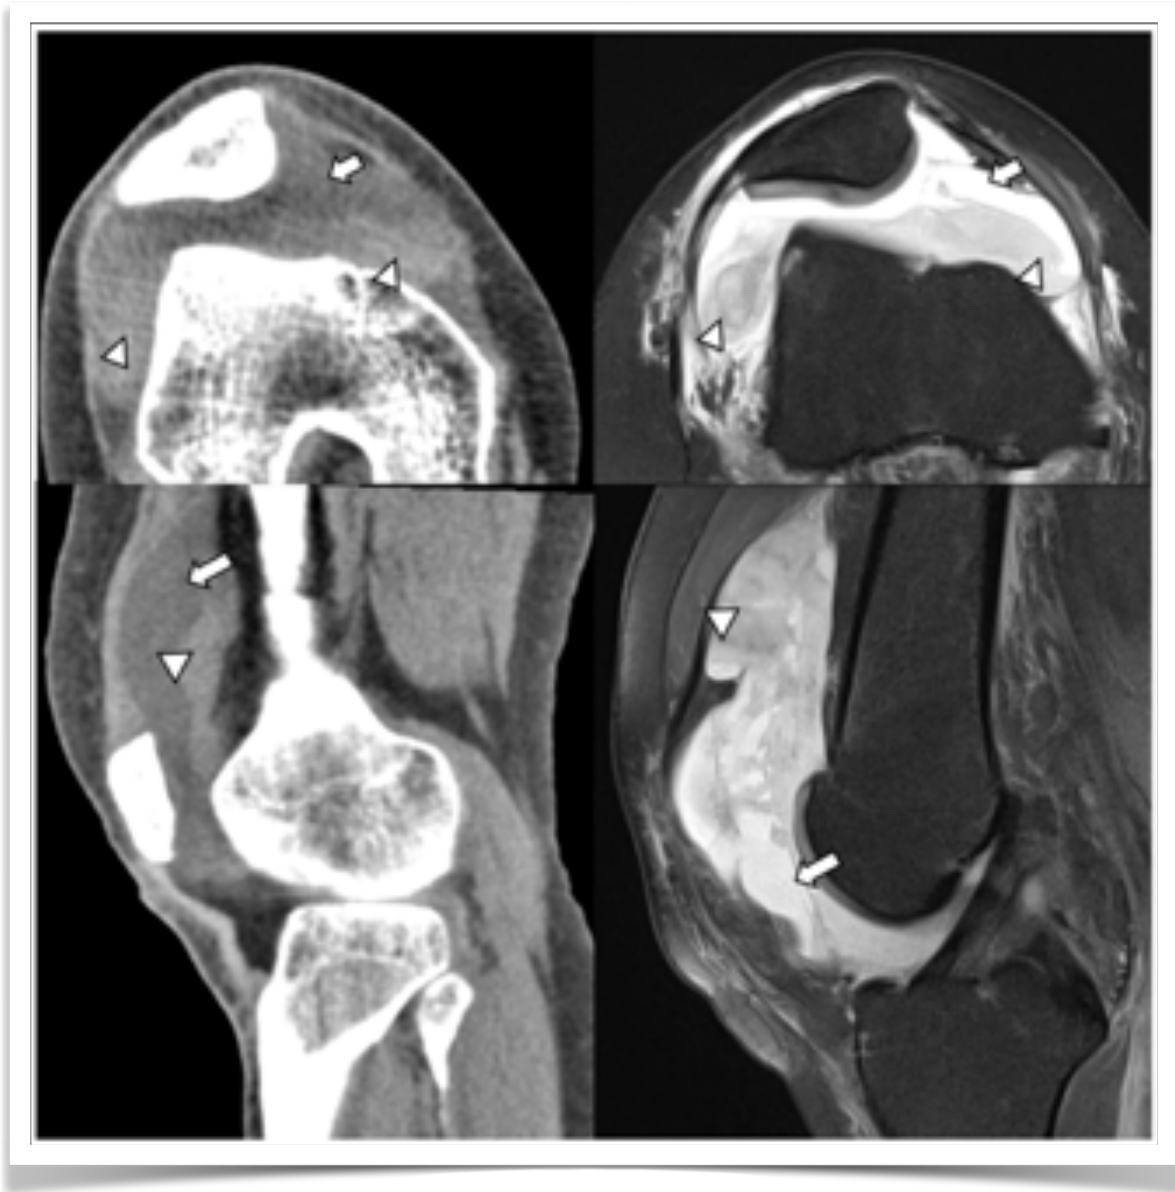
Hemartrosis. Se demuestra por la presencia de nivel líquido-líquido entre el derrame articular y la sangre. En TC, el componente hemático (cabeza de flecha) presenta hiperdensidad espontánea, mientras en RM su señal depende de la temporalidad, en este caso, de señal intermedia. El derrame articular (flecha) presenta baja densidad en TC y alta señal en secuencias sensibles a líquido en RM
